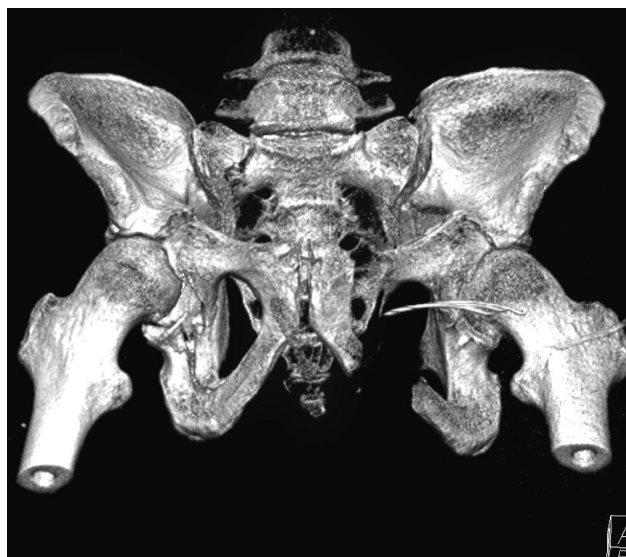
Rtg- a CT dokumentace 18letého pacienta: a – předozadní rtg-snímek ve standardní projekci, b – 3D rekonstrukce CT vyšetření. Posouzení typu poranění je snazší z 3D rekonstrukce, kvalita rtg-snímku není dobrá, rozsah zlomeniny massa lateralis sacri vpravo není na rtg-snímku dobře identifikovatelný.
